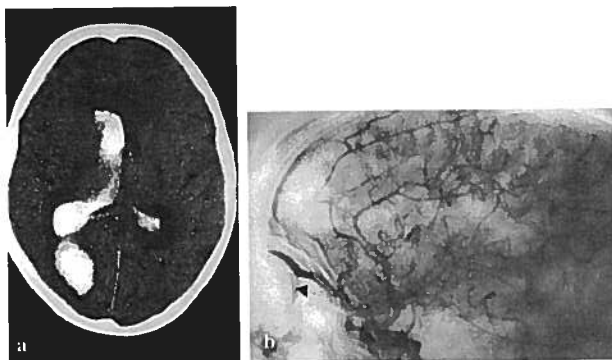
a,b. - Doente 1. A TAC (a) demonstra um hematoma parietal intraparenquimatoso direito com ruptura para o sistema ventricular. A angiografia da carótida comum direita, incidência lateral, (b) demonstra o preenchimento precoce de veia oftálmica proeminente (cabeça de seta) durante a fase arterial.
